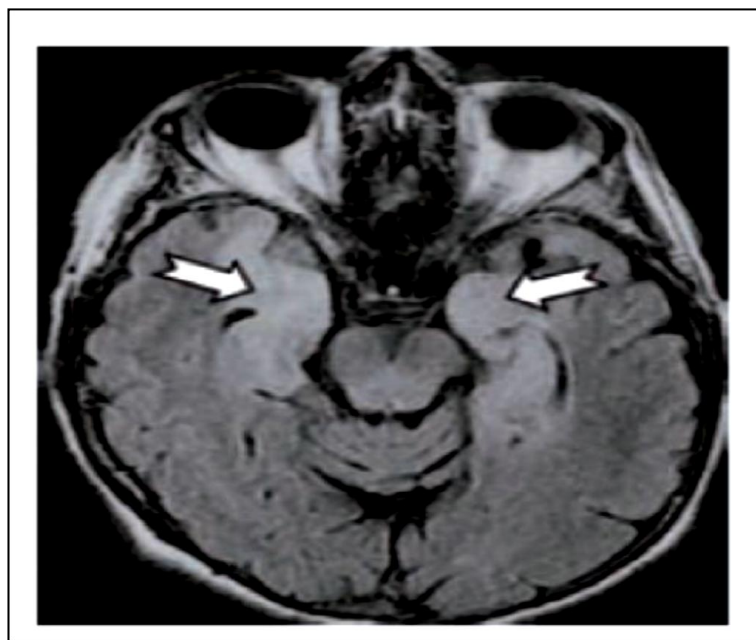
IRM évocatrice d'une encéphalite limbique [49].
